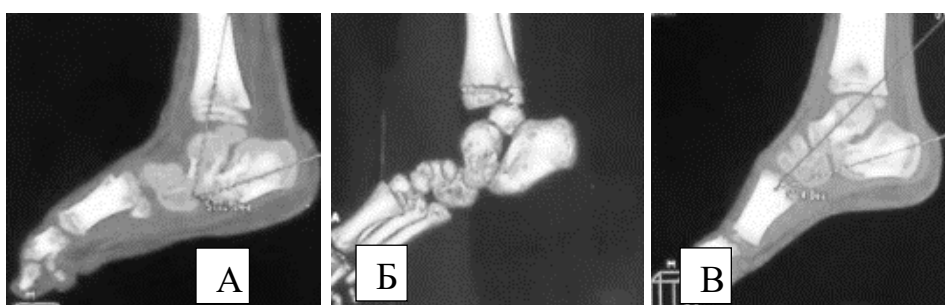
Пациент С., 5 лет. Компьютерная томограмма стоп (через 3 года после операции). ВВТ правой стопы, рецидив. Косой таран тугой ахилл левой стопы, после оперативного лечения. А, Б – правая стопа; В – левая стопа (коррекция сохраняется)
